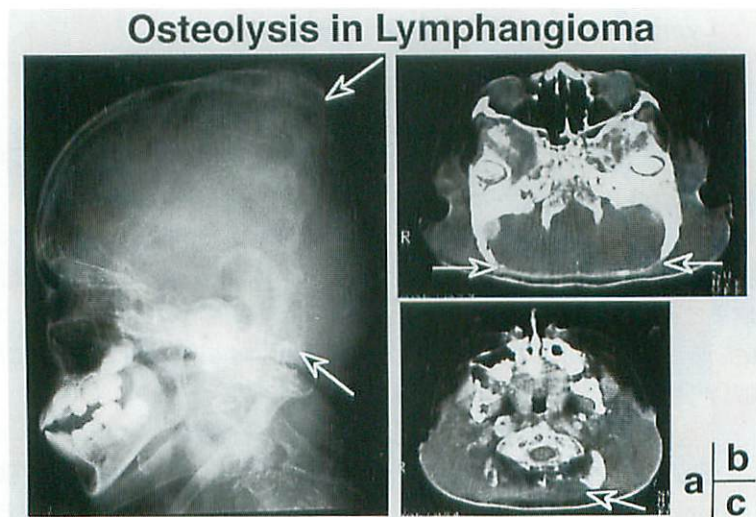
(female, 9-year-old); showing disappearance of the posterior half of the occipital bone due to infiltration of lymphangioma in the nuchal and occipital regions (a : X-ray, b & c : CT). The patient died of progressive osteolysis.(S.Ogita, et al⁹⁾)
